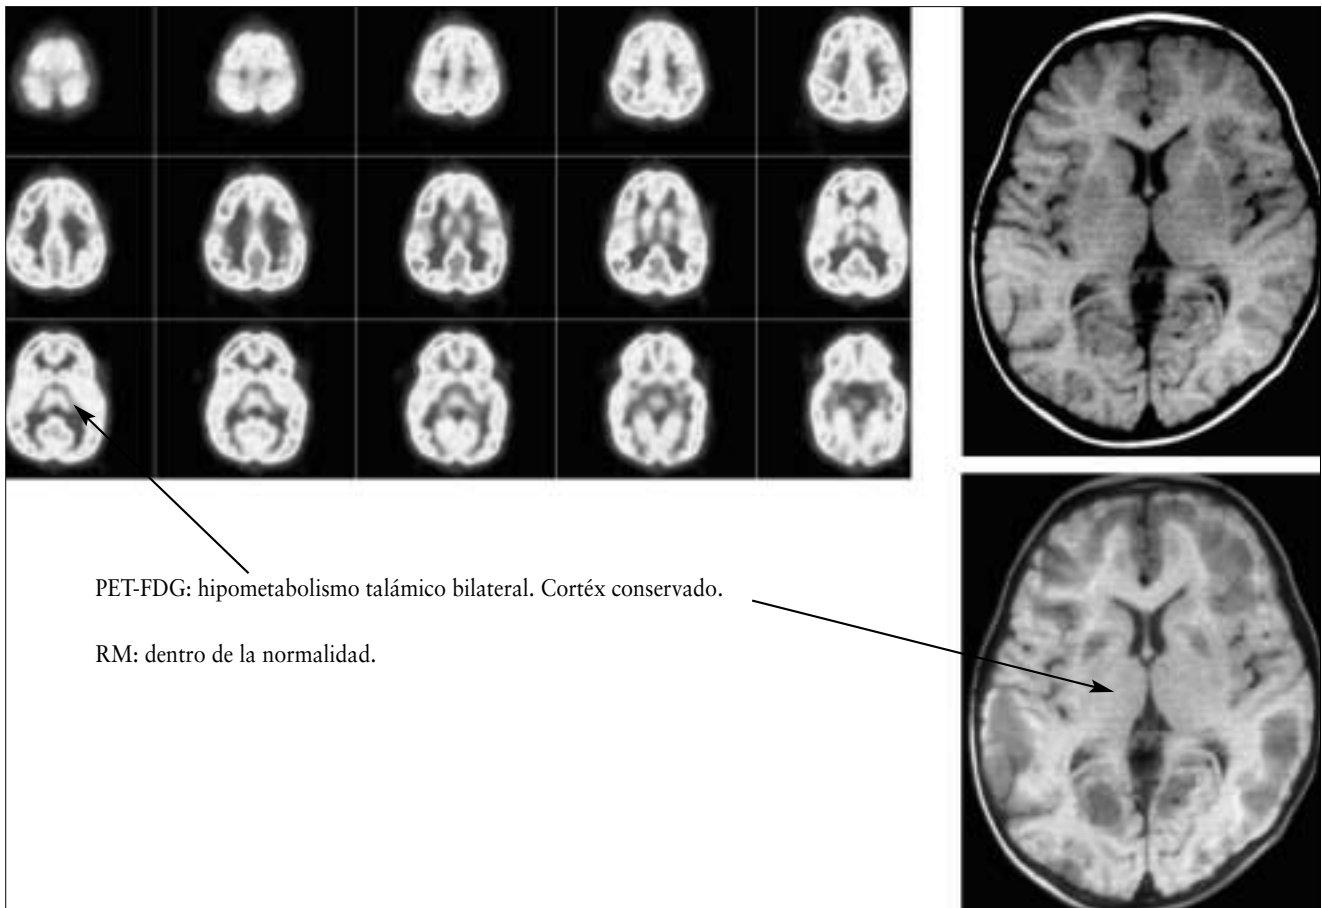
Trastorno leve del desarrollo. Síndrome hiperkinético. Imagen cedida por cortesía del Dr. A. Maldonado (Centro PET Complutense).
